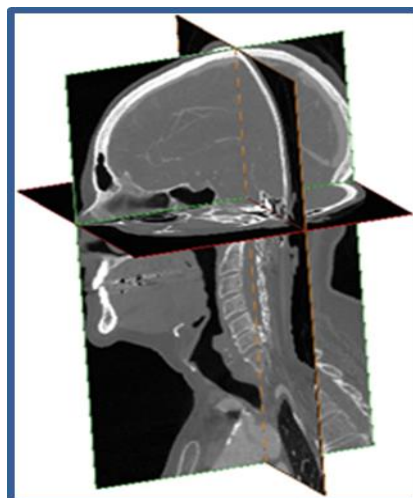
Combinación de imágenes de tomografía.
